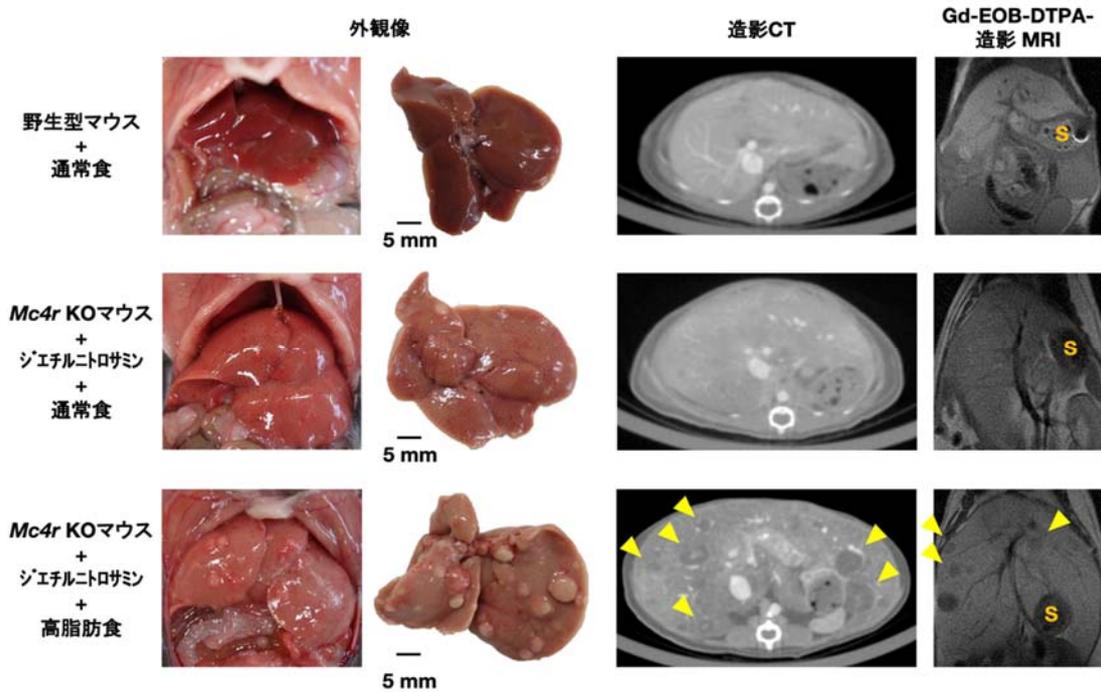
新たな NASH 関連肝がんモデルの外観と CT・MRI 画像 Gd-EOB-DTPA : MRI 用造影剤、矢頭 : 肝腫瘍、S : 胃
